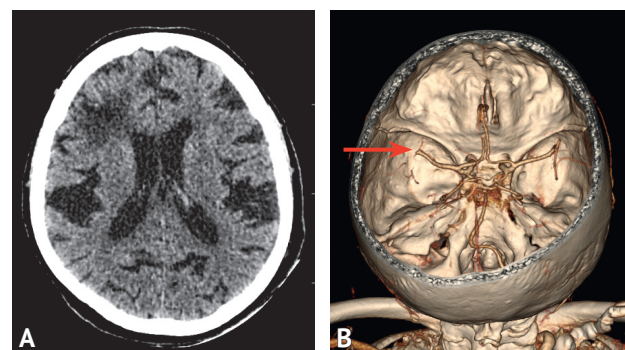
А — компьютерная томография головного мозга, выявлены кистозно-атрофические изменения в правой лобной доле; В — КТ-ангиография интракраниальных сосудов, 3D-реконструкция. Стрелкой указана окклюзия М1 сегмента левой средней мозговой артерии
